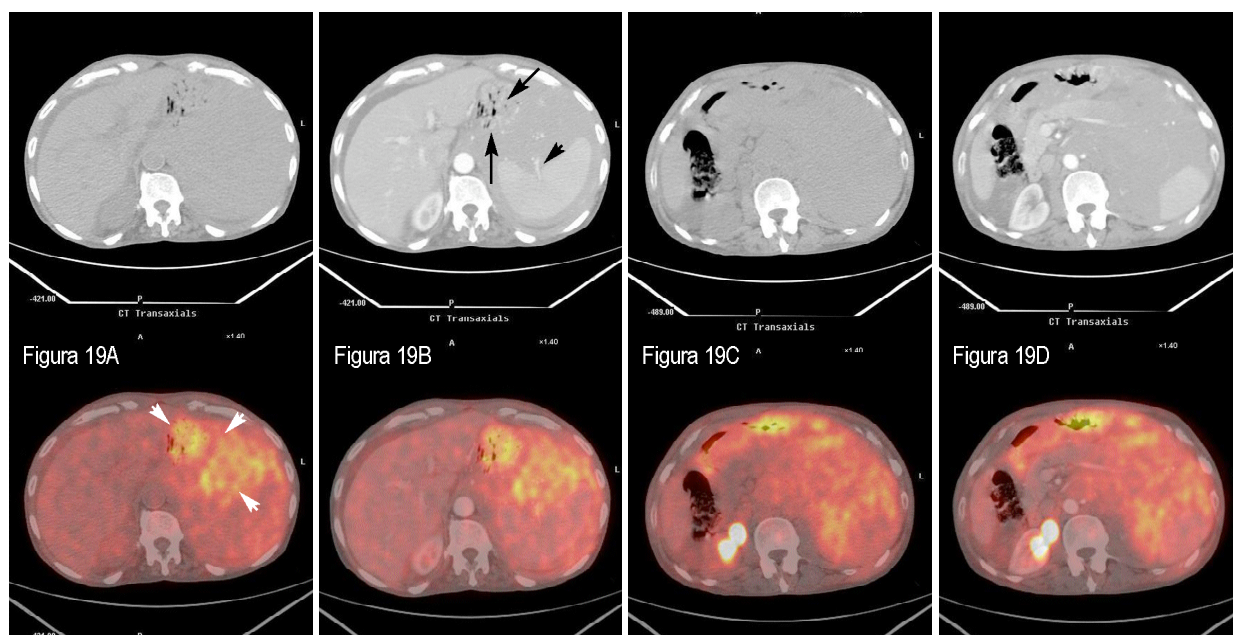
Paciente con linfoma de células del manto (ID 96) en la estadificación inicial. A: TC DB (arriba) y PET/TC DB (abajo) axiales donde se observa ocupación abdominal por masa de partes blandas homogénea (puntas de flecha), con captación tenue de ^{18}F FDG, a la altura de la cámara gástrica, pero sin poder delimitar adecuadamente su organodependencia. B: Misma imagen de TC DA y PET/TC DA, donde, gracias a la mayor resolución anatómica y a la delimitación de las estructuras vasculares, se observa infiltración de la pared gástrica (flechas) y de los vasos esplénicos (puntas de flechas). C: TC DB y PET/TC DB axiales donde se observa masa de partes blandas sin ser posible determinar su localización anatómica exacta. D: TC DA y PET/TC DA axiales que muestran la infiltración del cuerpo y cola de páncreas y englobamiento del bazo.
